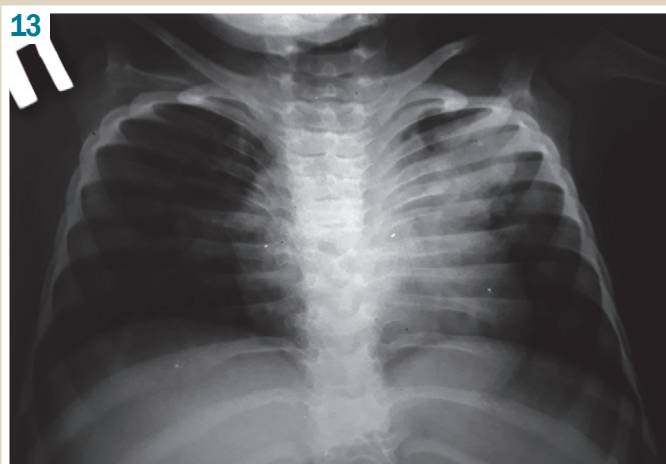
Рентгенологічне обстеження легень через 7 місяців ПФ АМБТ: збільшення зони масивного затемнення у верхній частці лівої легені.
